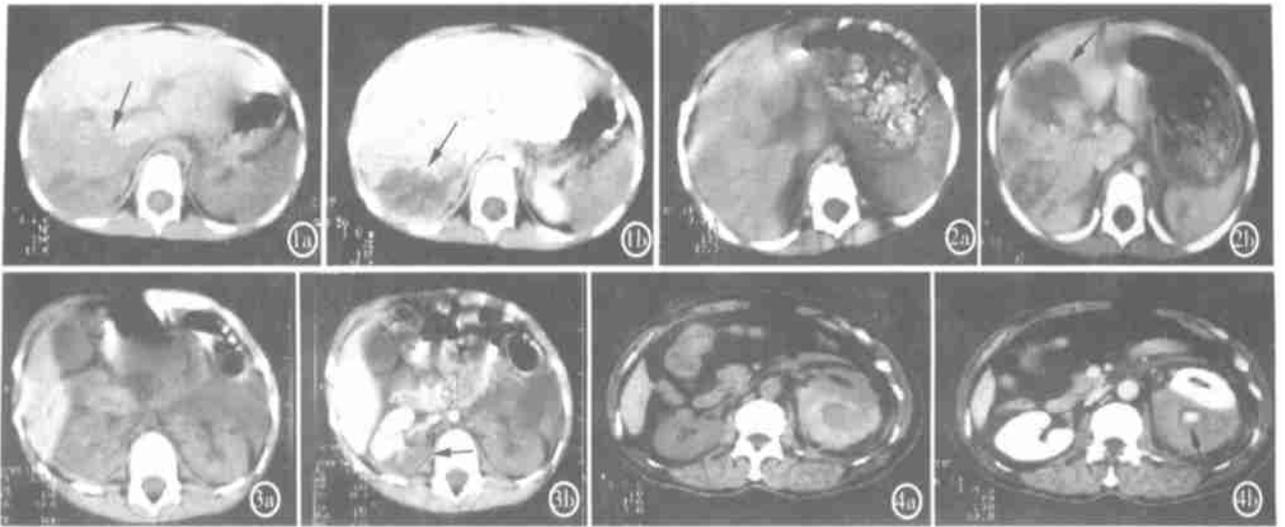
肝挫裂伤伴脾梗塞。a) 平扫肝右叶后段见大片状低密度病变,脾无明显异常;b) 增强 CT 扫描肝内病灶显示更清楚。部分病变有强化说明局部肝功能尚好,脾无强化。图 2 肝挫裂伤。a) 肝平扫无明显异常;b) 增强 CT 扫描肝实质内见条状及不规则形低密度区。图 3 肾梗塞。a) 双肾平扫无明显异常;b) 增强 CT 表现为左肾及部分右肾无强化。图 4 a) 平扫见左肾后方高密度血肿内有一小圆形相对低密度病灶;b) 增强扫描血肿无强化,其内低密度病灶变为高密度,说明有造影剂渗出提示为活动性出血。
